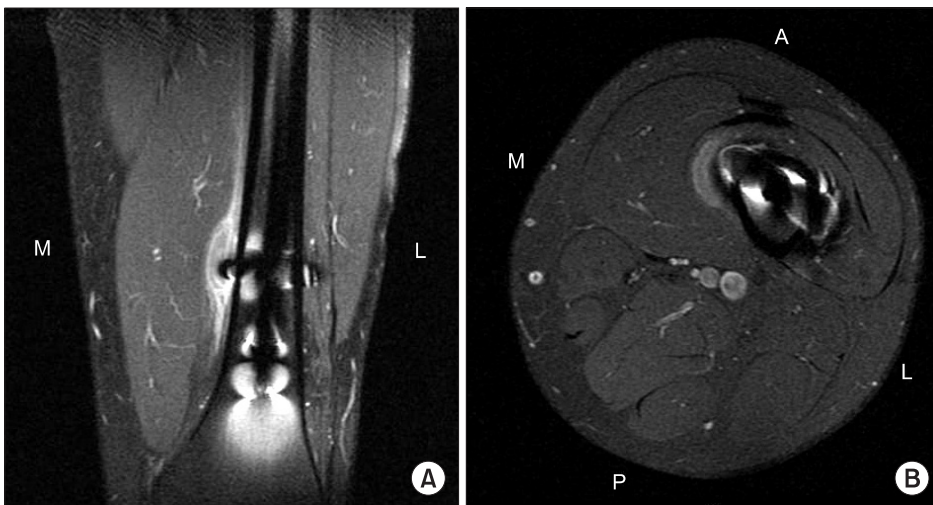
Fat suppressed coronal T1 (A) and axial T2 (B) magnetic resonance contrast images of the left distal thigh showed a pseudoaneurysm with internal hematoma which has heterogenous intensity signal under the vastus intermedius muscle. The margin of the hematoma was surrounded by a low intensity signal band shaped sac, and the tip of the distal interlocking screw was detected inside the hematoma. A, anterior; P, posterior; M, medial; L, lateral.
